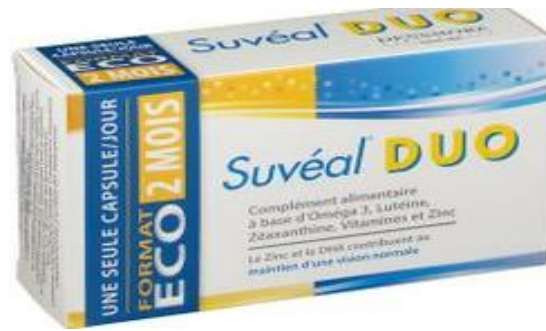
SUVEAL DUO Capsules pour la DMLA humide et sèche DENSMORE ¹⁸² (Onatera.com)
